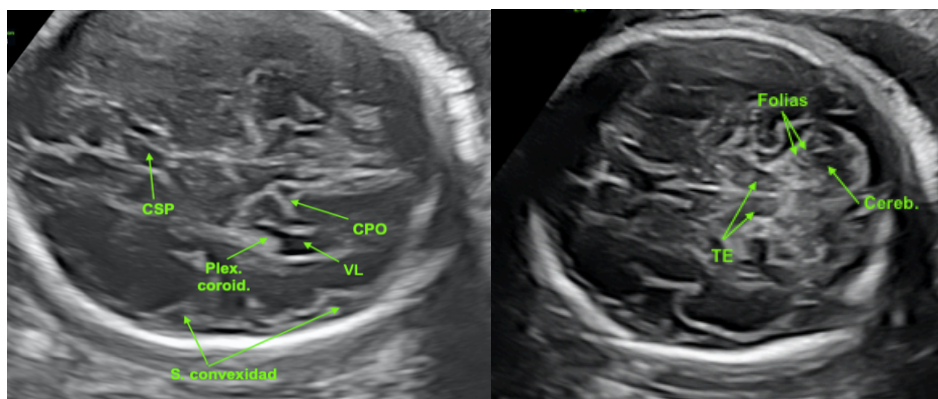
Izquierda: Semana 30+2. Corte axial transventricular. La cisura parietooccipital, a medida que avanza el desarrollo cerebral, va alargándose y estrechándose. Por el contrario, el plexo coroideo del ventrículo lateral va disminuyendo de tamaño. Derecha: Figura 59. Semana 30+2. Corte axial transcerebelar. En el cerebelo, comienzan a ser visibles por ecografía las folias cerebelosas. Nota: CSP: cisura parietooccipital; CSP: cavum del septum pellucidum; Cereb.: cerebelo; Plex. coroid.: plexo coroideo del ventrículo lateral; S. convexidad: surcos de la convexidad; TE: troncoencéfalo; VL: ventrículo lateral. Fuente: Biblioteca de imágenes del estudio.
